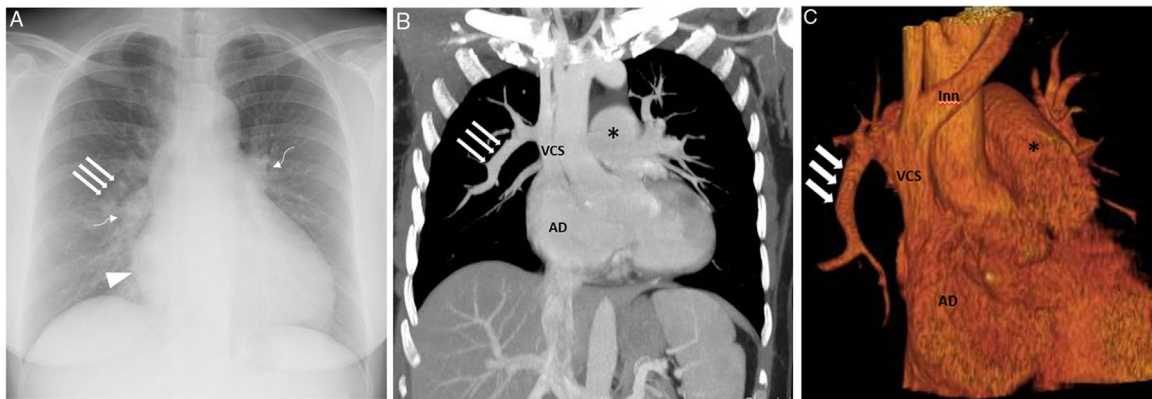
A) Radiografía de tórax (proyección posteroanterior) en la que se observa un crecimiento de la aurícula derecha (punta de flecha), un aumento del tamaño y de la densidad de ambos hilios (flechas curvas); nótese la presencia de una estructura tubular en pulmón derecho (flechas rectas). B y C) Imágenes de reconstrucción coronal MIP (proyección de intensidad máxima) (B) y 3 D (C) en las que se confirma la existencia de un drenaje de la vena lobar superior derecha a la vena cava superior (flechas rectas). Además el retorno venoso del lóbulo medio y de varios segmentos del lóbulo inferior derecho también drenaba en dicha estructura tubular. Se observan signos de hipertensión pulmonar precapilar con aumento del calibre del tronco de la arteria pulmonar (asterisco) y crecimiento secundario de la AD. AD: aurícula derecha; Inn: vena innominada; VCS: vena cava superior; VD: ventrículo derecho.
